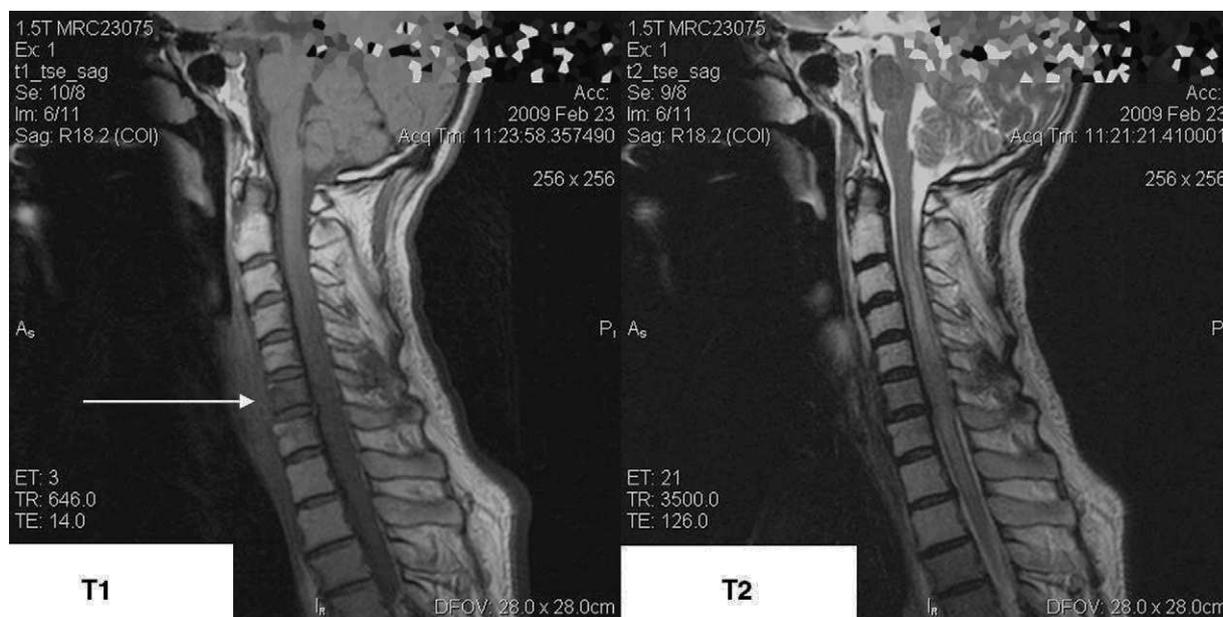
T1: corte sagital de RM potenciada en T1. Se observa un cambio en la señal normal de los cuerpos vertebrales de C1 a T2, compatible con sustitución grasa tras radioterapia. Destaca un realce patológico del cuerpo de C6 (flecha) que indica espondilitis a este nivel. T2: corte sagital de RM potenciado en T2. Se aprecia en esta imagen una afectación difusa de la médula, con un aumento de señal que va de C2 a T1. Esto indica isquemia a este nivel por compresión medular.
